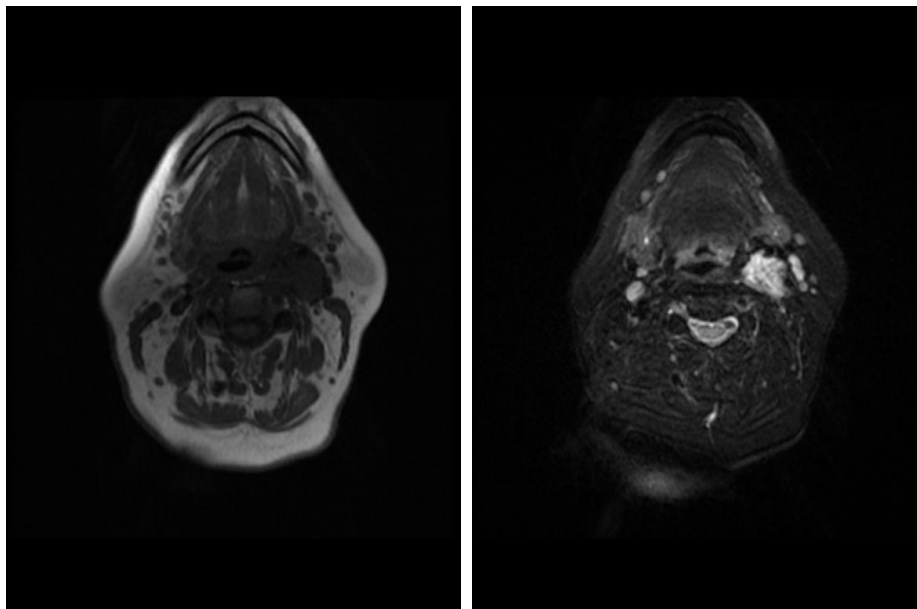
RM con secuencia potenciada T1 (izquierda) y T2 (derecha). Se visualiza el paraganglioma izquierdo localizado entre ACE y ACI como una lesión hipointensa en T1 e hiperintensa en T2. (Servicio de Radiodiagnóstico. Complejo Asistencial de Zamora)
